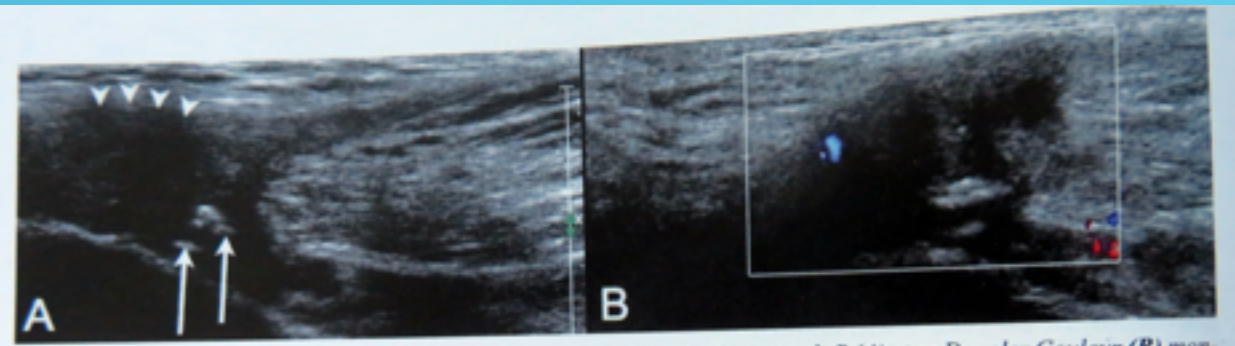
Tendinopathie des adducteurs. Echographie avec coupes longitudinales en mode B (A) et en Doppler Couleur (B) montrant la présence d'un aspect irrégulier du péri-tendon superficiel (têtes de flèches) et d'une hyperhémie au Doppler Couleur.
